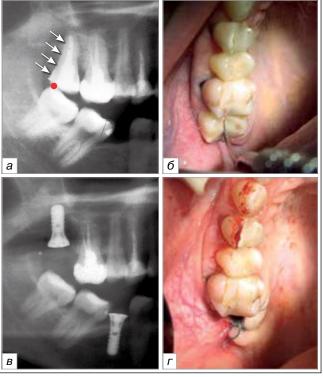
Пац. П., 40 лет. Продольный перелом корня 1.7 зуба, вторичное отсутствие 4.6 зуба, дистопия 4.7, 4,8 зубов, суперконтакт 1.7 зуба с 4.8 зубом. На рентгенограмме (а) видна вероятная причина перелома зуба в виде обширной реставрации коронковой части 1.7 зуба и суперконтакта с антагонистом — 4.8 зубом ●. Вид щели перелома (б) и вариант патогенетически обоснованной реабилитации (в; г)
